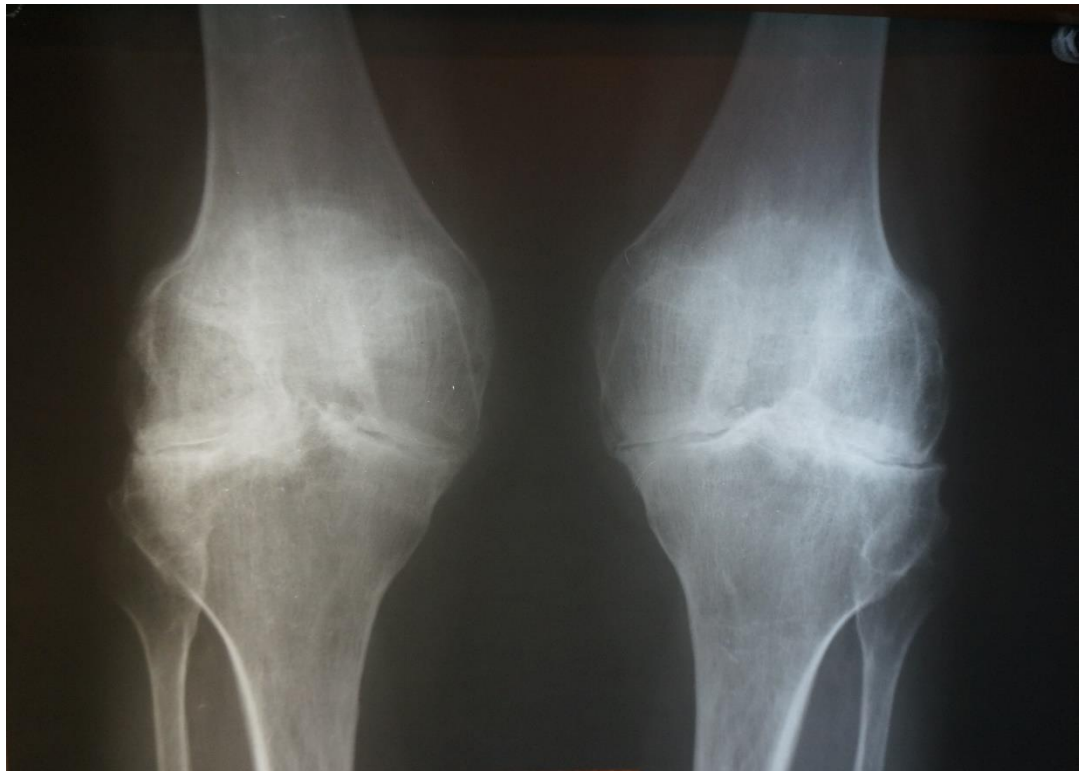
Рентгенологічне дослідження суглобів пацієнт Б.
